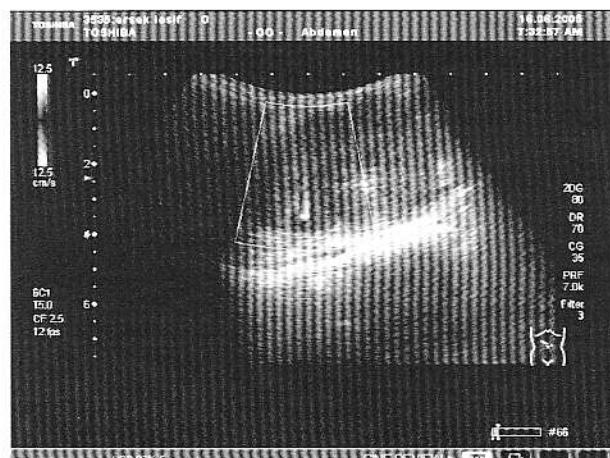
Secțiune oblică la nivelul peretelui abdominal anterior. Examinarea Doppler color evidențiază prezența fluxului vascular în interiorul tumorii.
